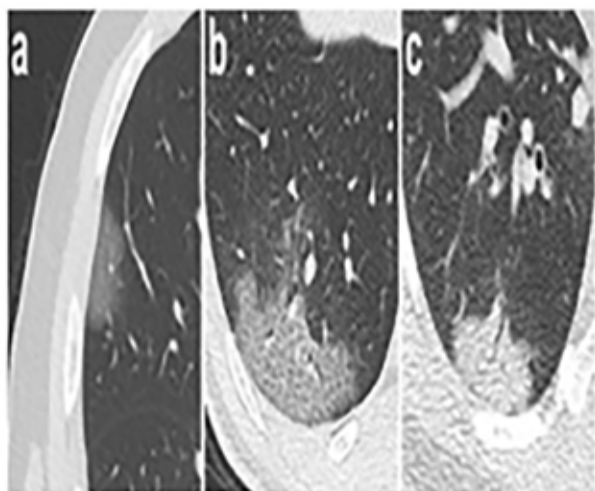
Hallazgos en TC de tórax por neumonía COVID-19 en imágenes transaxiales. (a) GGO; (b) patrón de pavimentación loca (GGO con engrosamiento del tabique interlobulillar e intralobulillar superpuesto); (c) Consolidación. Tomado de (14).
